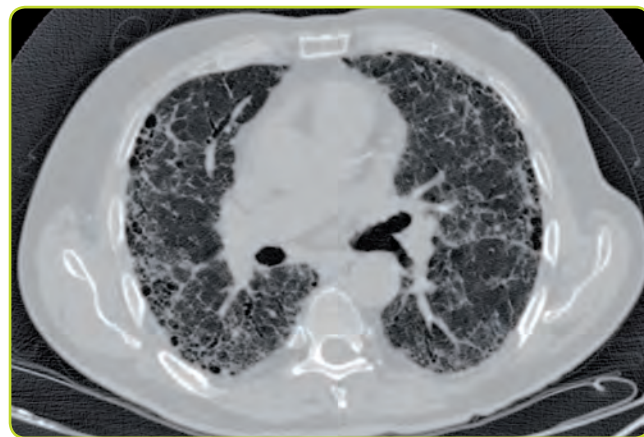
Imagen de TC de alta resolución que muestra fibrosis pulmonar.
